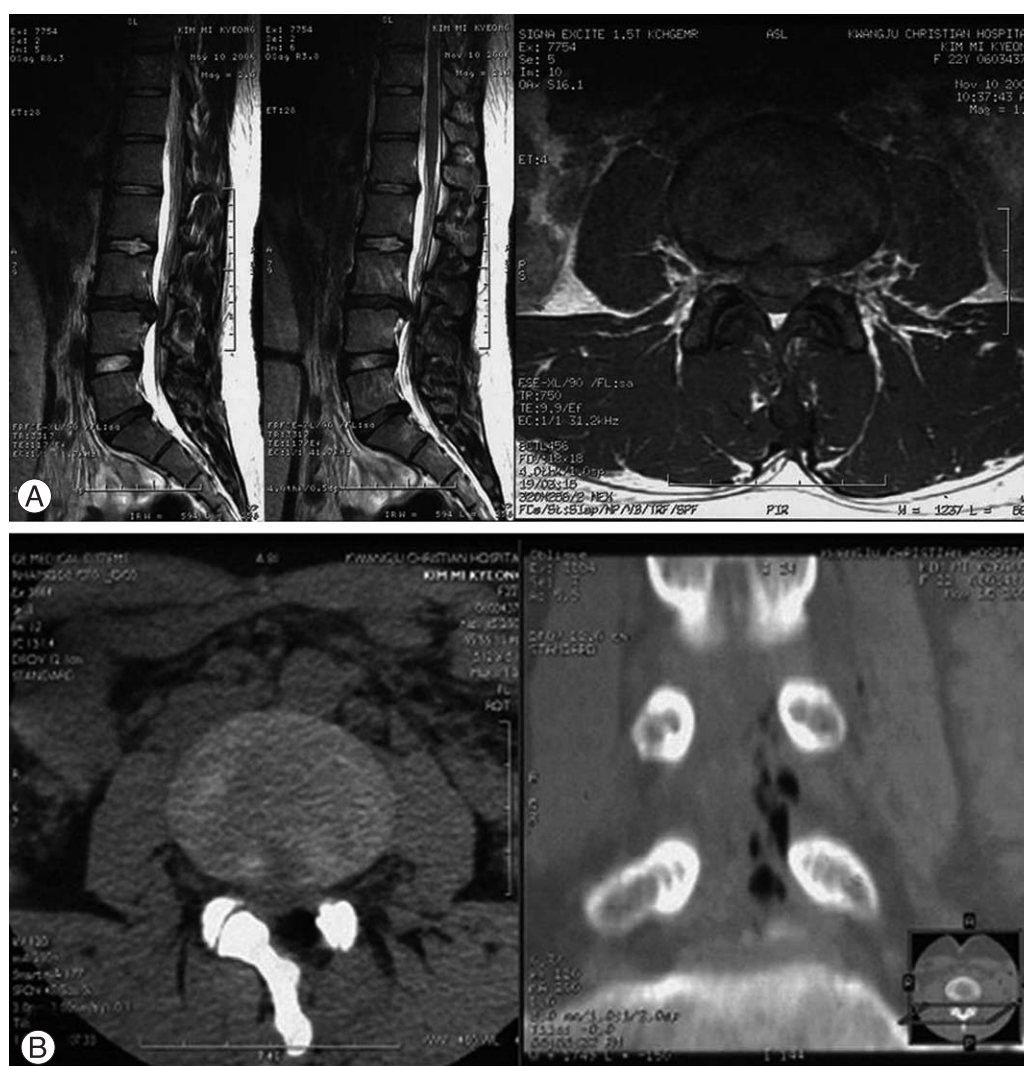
A 22 year-old woman with HNP L4-5. (A) Preoperative MRI shows herniated nucleus pulposus at L4-5. (B) Immediate post-operative computed tomographs shows hematoma compression at laminotomy area and spinal canal.
